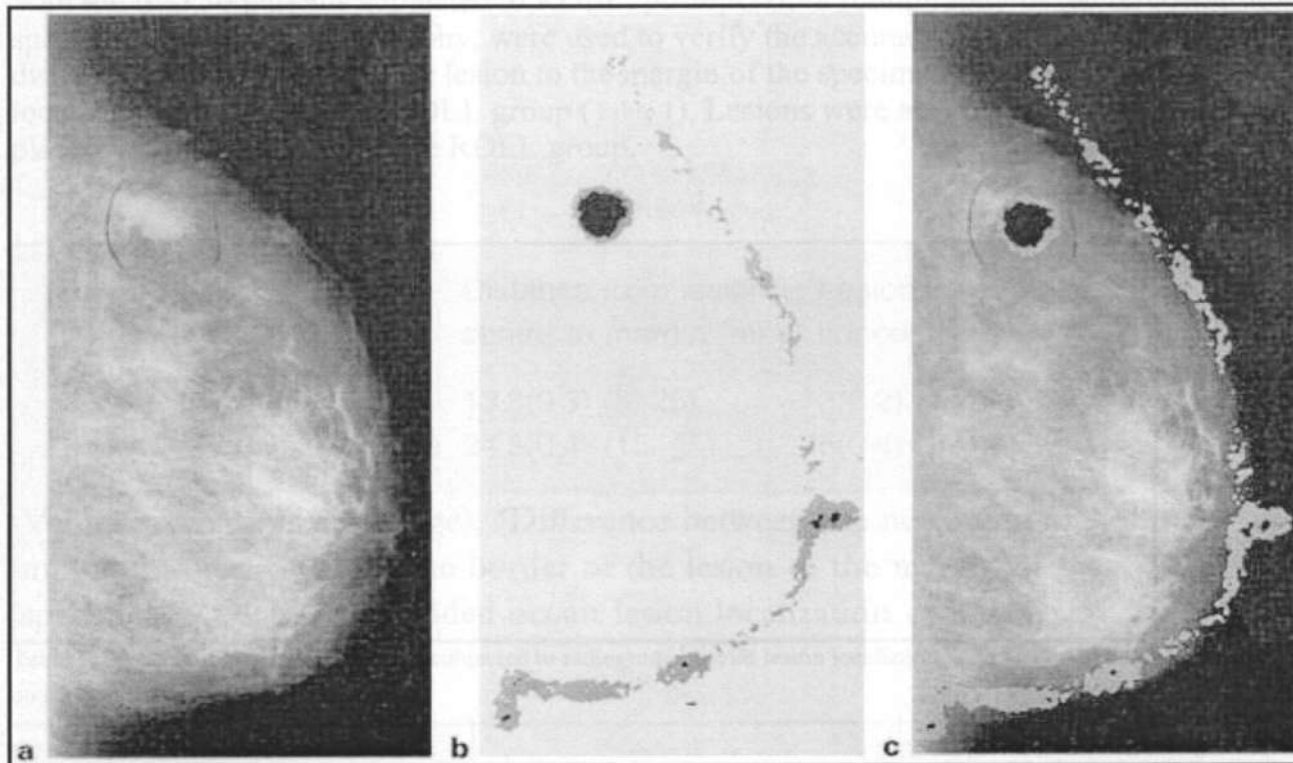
a Mammogram showing a clinically occult lesion in the upper external quadrant of a right breast. b Lateral scintigraphic image of the injection position in the same patient. c The position of the hot spot exactly corresponds to the position of the lesion as revealed by mammography
